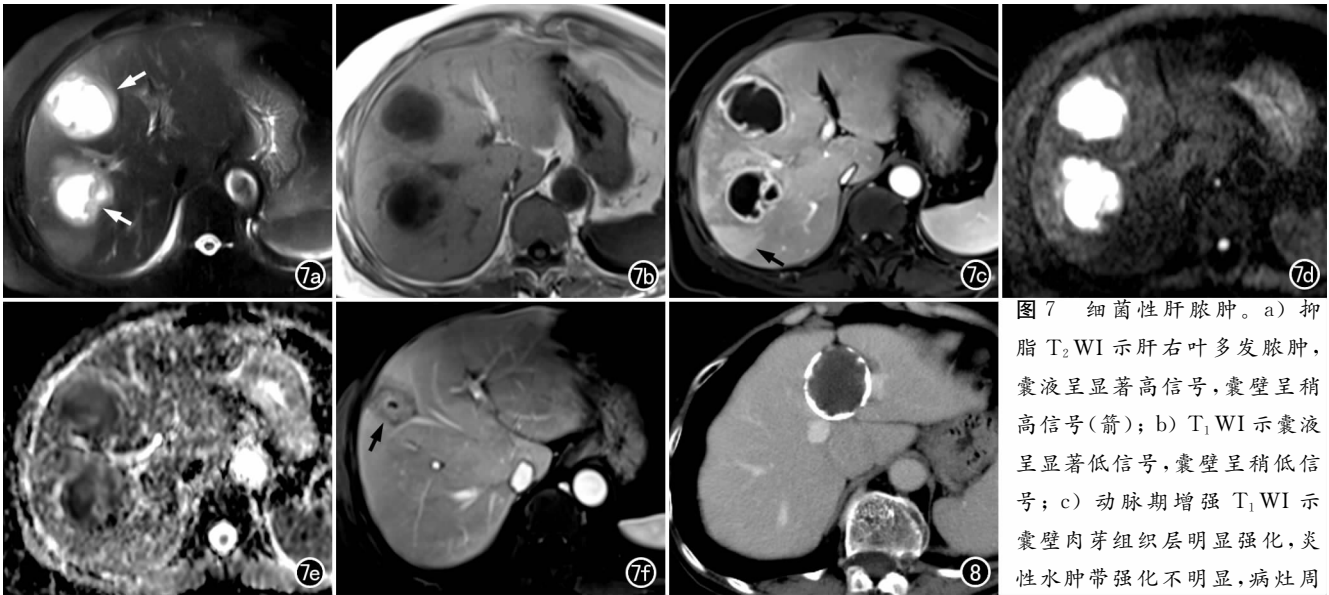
细菌性肝脓肿。a) 抑脂 T₂WI 示肝右叶多发脓肿, 囊液呈显著高信号, 囊壁呈稍高信号(箭); b) T₁WI 示囊液呈显著低信号, 囊壁呈稍低信号; c) 动脉期增强 T₁WI 示囊壁肉芽组织层明显强化, 炎性水肿带强化不明显, 病灶周围楔形异常灌注区(箭); d) DWI 示囊液呈显著高信号, 囊壁呈稍高信号; e) ADC 图示囊液呈显著低信号, 囊壁呈稍高信号; f) 抗感染治疗 4 周后增强 T₁WI, 示偏腹侧的肝脓肿病灶显著缩小(箭), 背侧的病灶完全吸收。图 8 囊型肝包虫病(单纯囊肿型)。CT 增强门脉期示肝脏Ⅳ段囊性灶, 囊壁较厚, 可见钙化。
